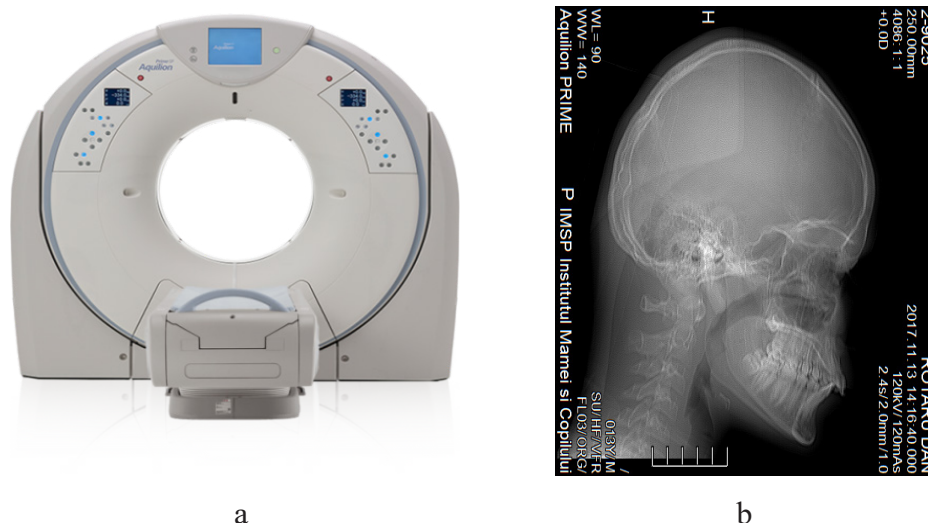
a) tomograful 3D (*Aquilion Prime SP*); b) tomografie computerizată 3D în secțiune sagitală a pacientului R.D., 14 ani, cu anomalie dento-maxilară de clasa II Angle, asociată cu cefalee de tensiune
